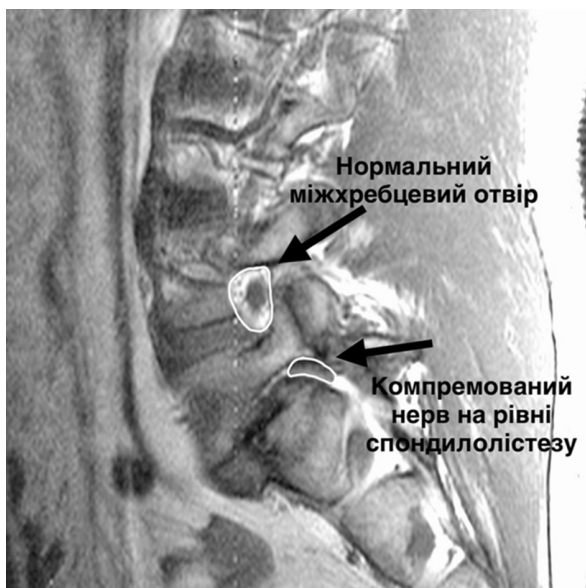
МРТ. Нормальний і деформований міжхребцевий отвір
